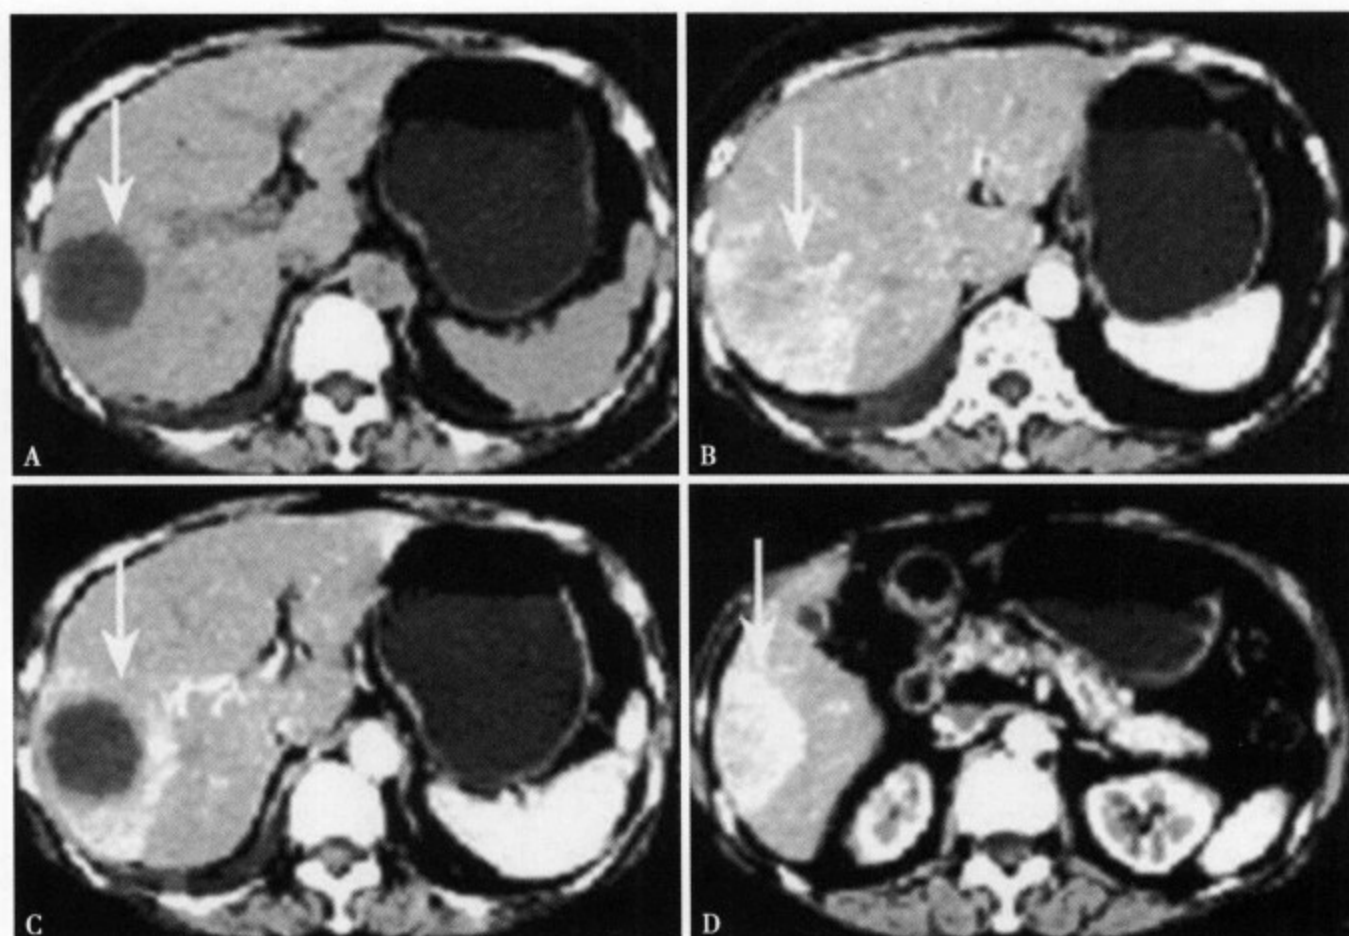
CT 平扫 (A) 肝右叶后段显示一局限性欠均匀低密度灶, 边界欠清; 增强 CT 动脉期 (B) 病灶内无明显强化; 静脉期 (C) 病灶边缘比平扫时清楚, 形态不规则, 内部可见蜂窝状强化的房隔; 平衡期 (D) 病灶边缘及内部房隔仍很清楚
